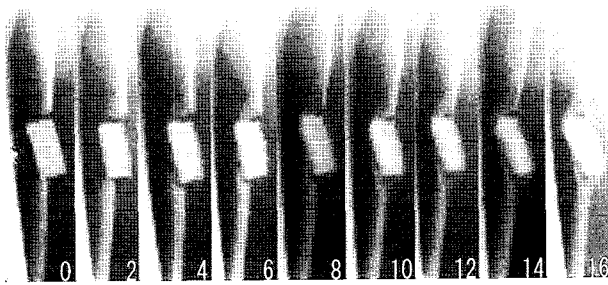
Serial radiograph of non-union case with new bone formation and slight absorption of implant in freezing group (0~16 weeks after graft).
